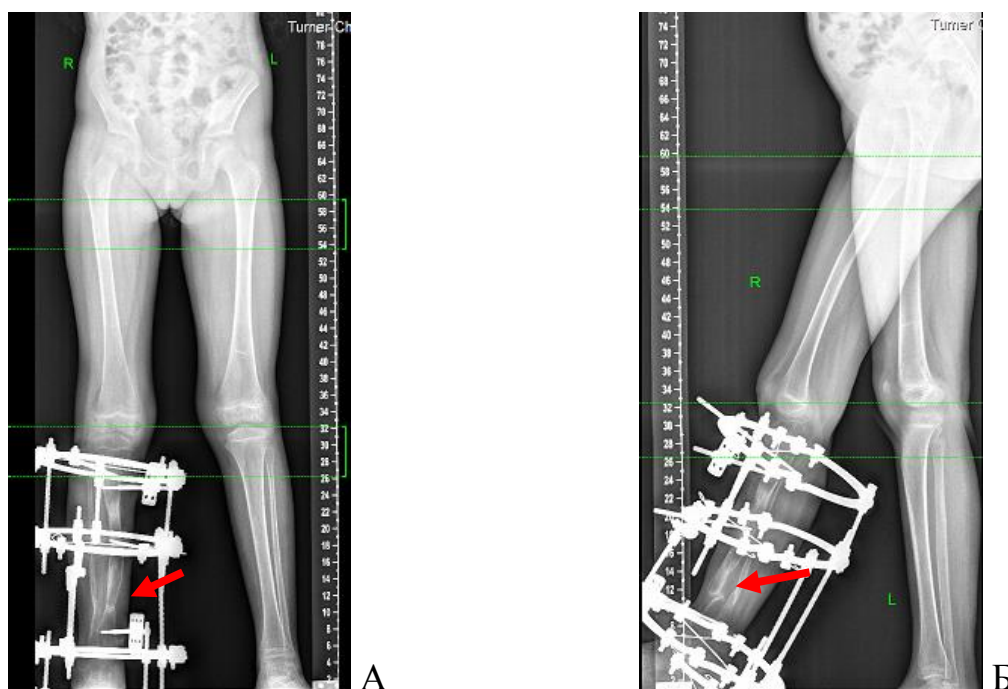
Рентгенограммы пациента с консолидированным ВЛСКГ с рецидивом ложного сустава в дистальной трети правой большеберцовой кости: А – переднезадняя проекция, Б – боковая проекция.
